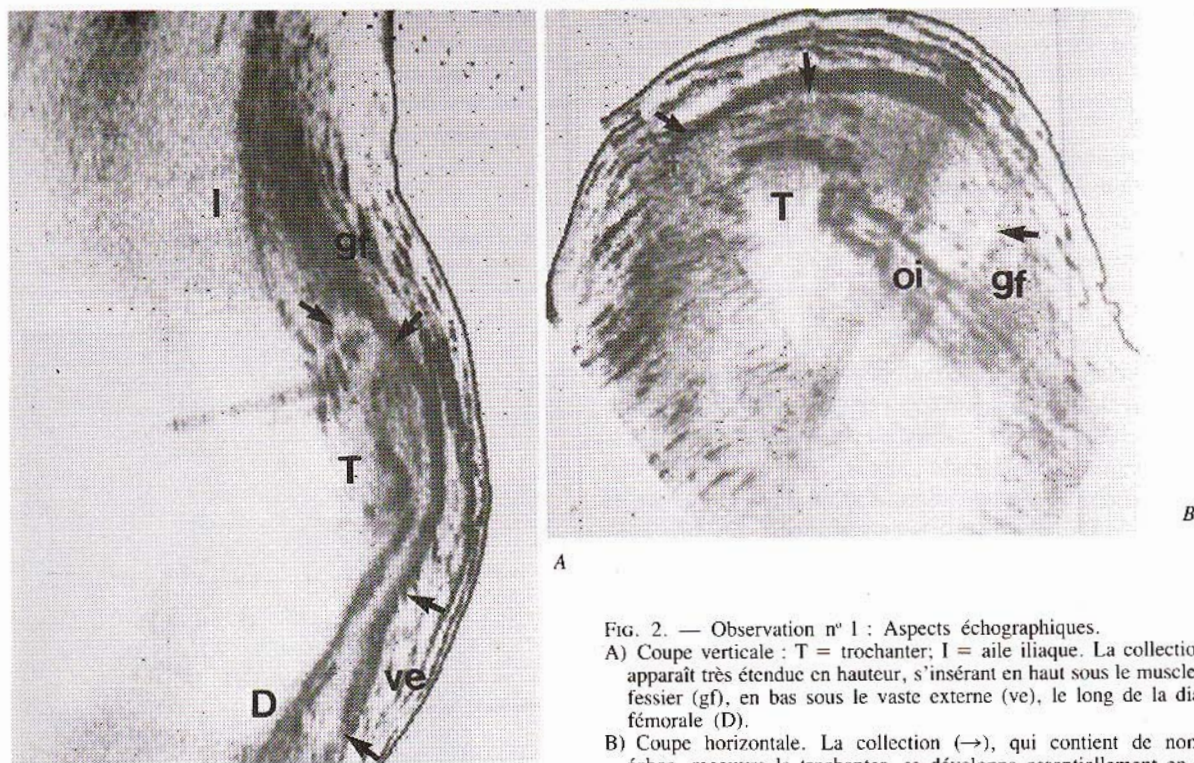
Case 1. Ultrasound imaging.
